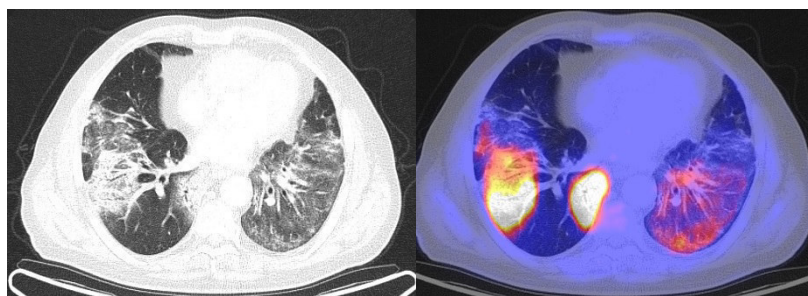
ПЭТ-КТ паттерны поражения легких COVID-19
